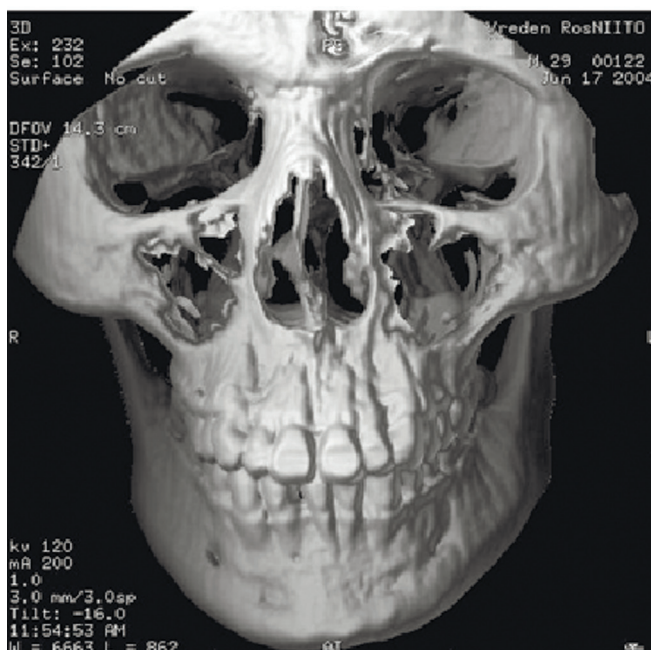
КТ: искривление носовой перегородки вправо: 3D-реконструкция в передней проекции
